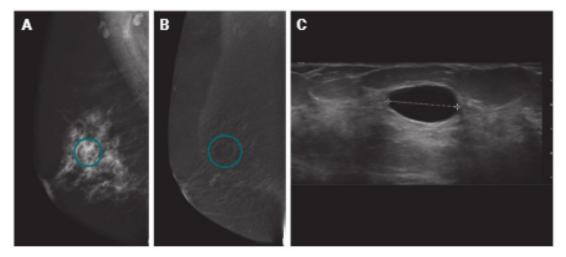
Quiste simple. A) Proyección oblicua mediolateral de mamografía con contraste de la mama derecha; en la imagen de baja energía se aprecia una formación nodular y redondeada (círculo verde). B) La imagen recombinada muestra un fino realce periférico («signo del eclipse»). C) Ecografía: nódulo ovalado, anecoico y circunscrito de bordes bien definidos.
